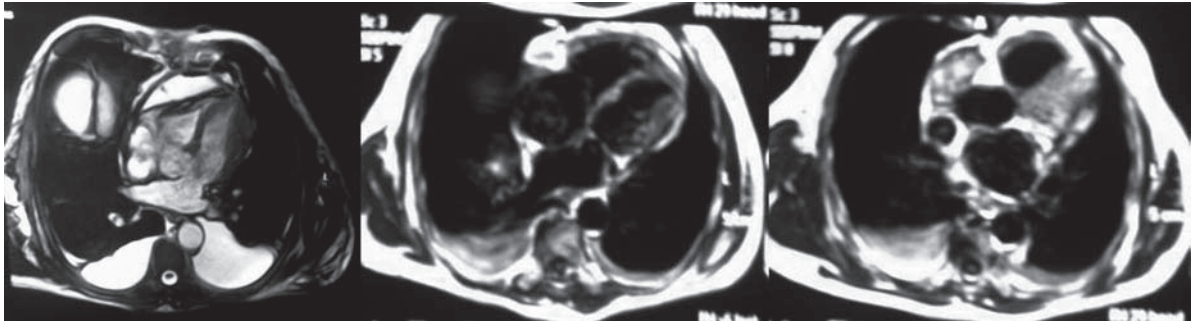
Resonancia magnética nuclear de tórax: colección abscedada y tabicada en la superficie del pericardio anterior, pericarditis constrictiva, dilatación biauricular.
